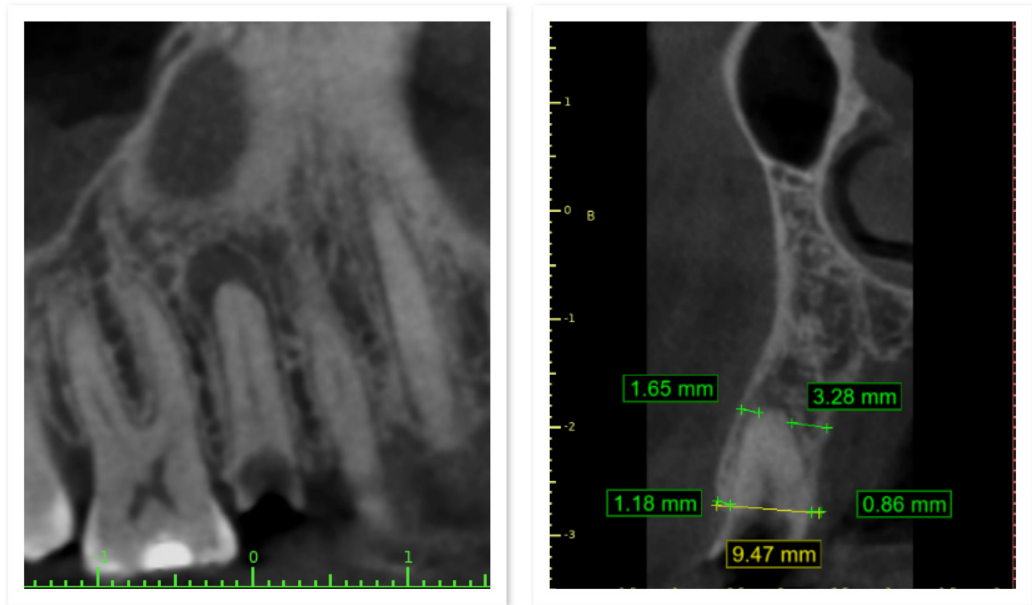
Vista tomografía MPR (diente 15) Medidas lineales en tomografía inicial
